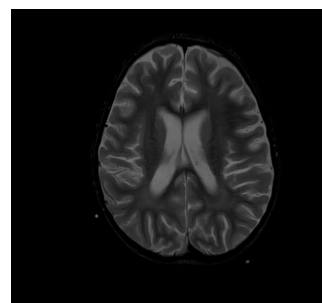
RRMN de cerebro, corte axial, secuencia FLAIR, mismo paciente, hiperintensidad bilateral de sustancia blanca periventricular posterior.
